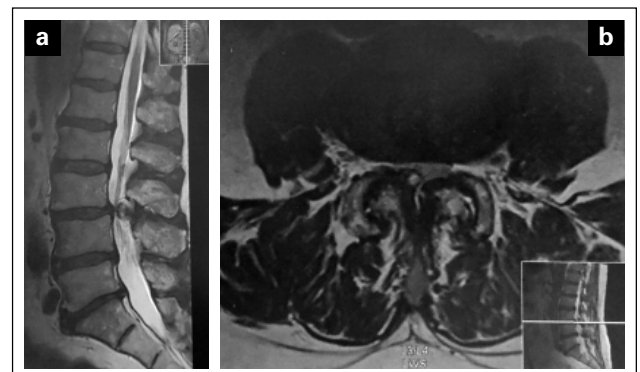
Vertebrostenose mit Synovialzyste rechts und Gelenkshypertrophie links, kein Gelenkserguss. Klinisch vorwiegend Ischialgie. Therapieempfehlung: Mikrodekompression und Zystenresektion, keine Stabilisierung. 3a: MRT T2 sagittal, 3b: MRT T2 axial
